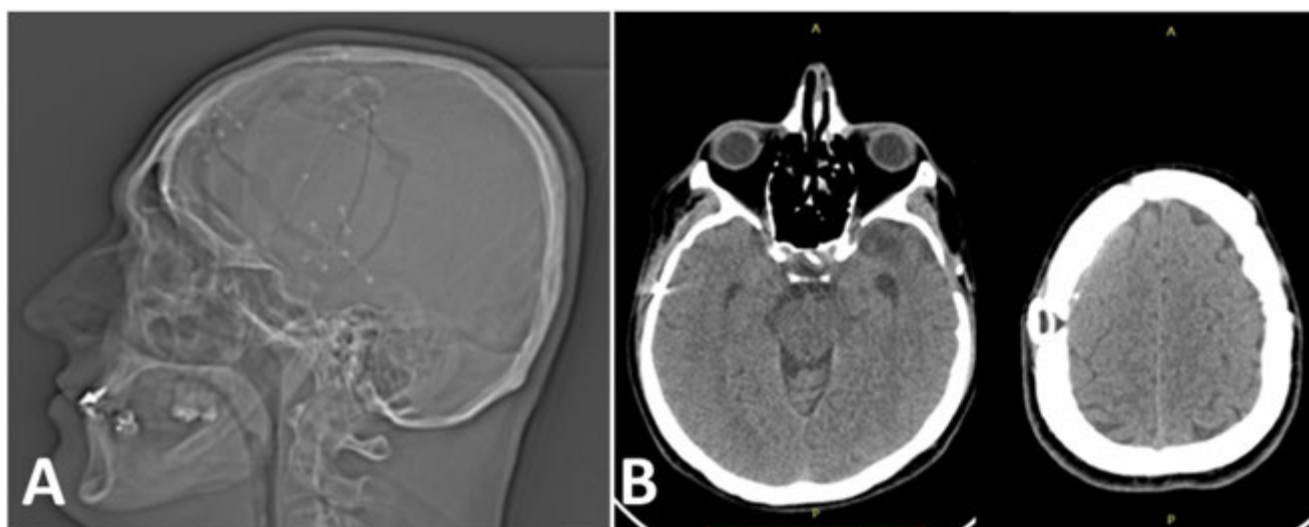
A. Radiografia de crânio. B. Tomografia computadorizada de crânio. Imagens do pós-operatório imediato da terceira abordagem (POI) da terceira abordagem. Verificam-se múltiplas craniotomias. Cateter de Ommaya com a ponta localizada na sela túrcica e reservatório com localização subgaleal em região parietal direita. Sela túrcica com conteúdo de sinal semelhante ao líquido, sem reforço pelo contraste.
